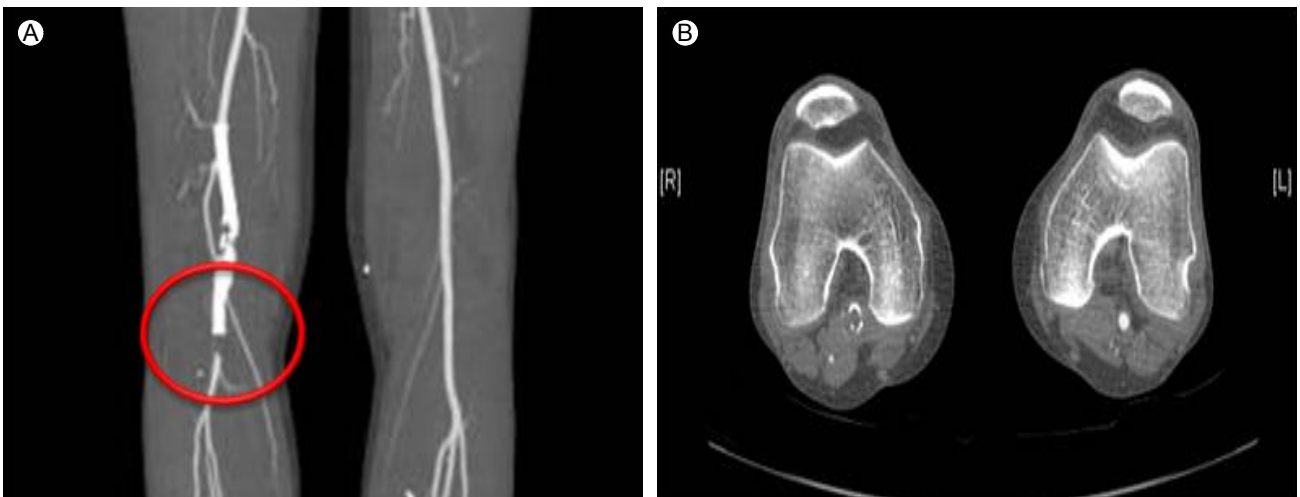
(A) Lower extremity CT angiography shows stent fracture and total occlusion of the right popliteal artery. (B) Lower extremity CT shows that the right popliteal artery (arrow) is deviated medially and totally occluded.
